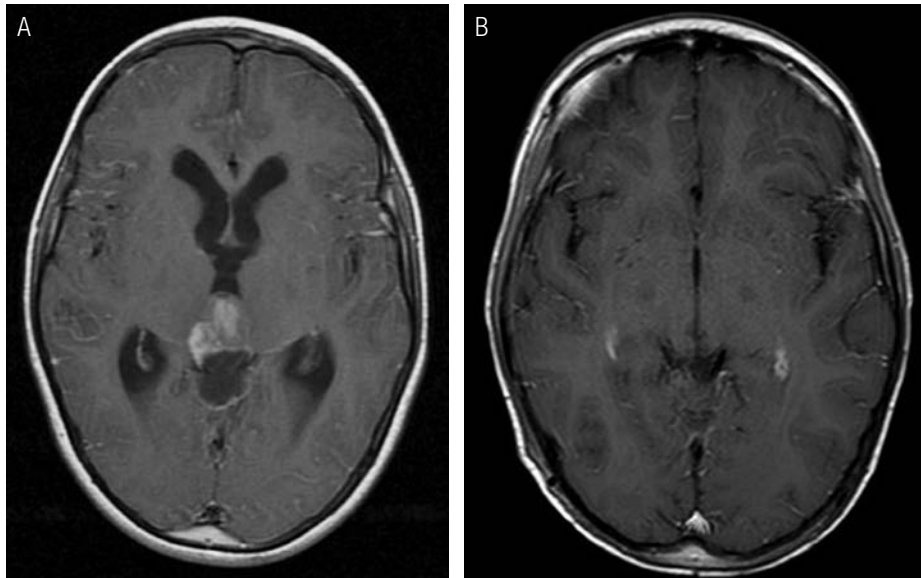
Imagens de ressonância magnética, corte axial em T1 com gadolínio. Paciente do sexo masculino, 9 anos de idade com germinoma da região pineal. (A): Pré-operatório; (B): pós-operatório, ressecação total da lesão.
